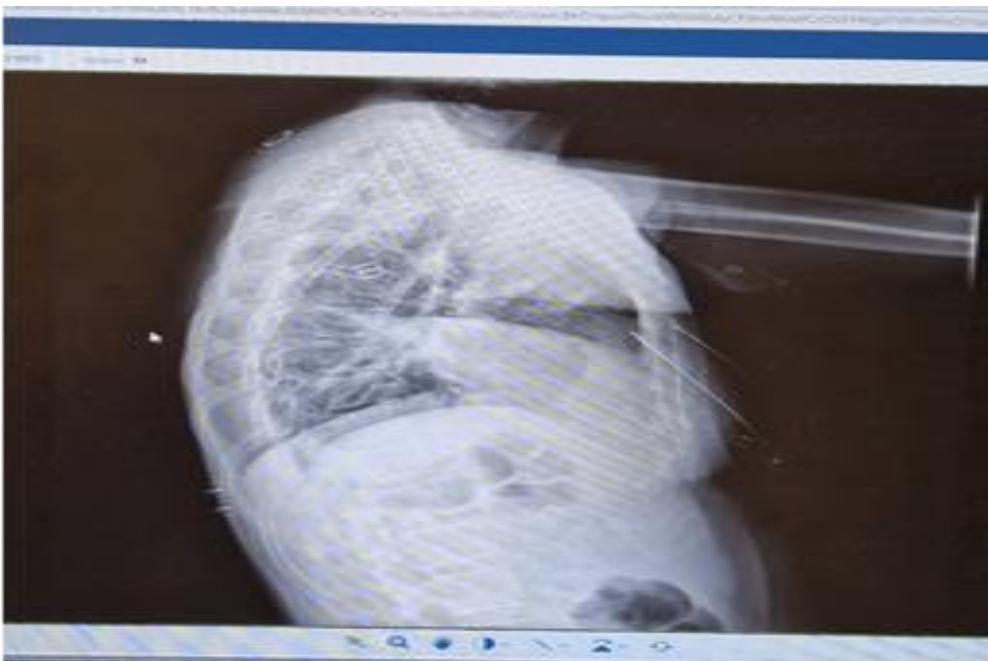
Radiografía lateral de tórax con condensación lóbulo medio derecho.
